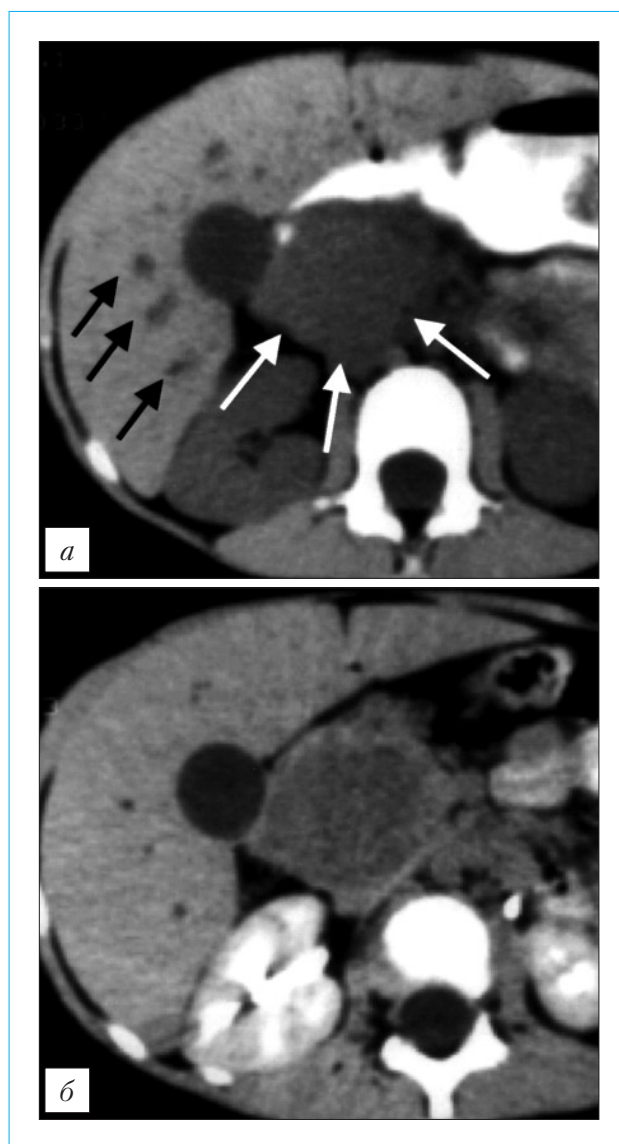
Компьютерная томография у ребенка 5 лет с первичной лимфомой ПЖ – по Е.М. Merkle и соавт., 2000 [35]:
